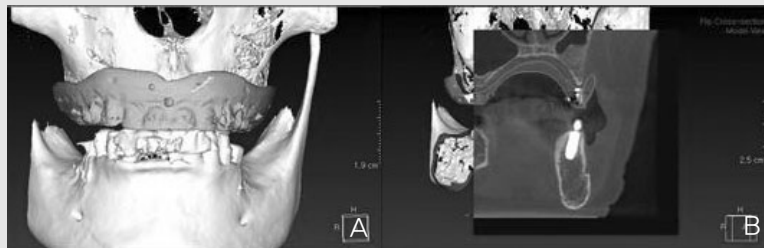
(A) 환자의 기존 의치를 기준으로 하여 CBCT와 중첩, (B) 의치와 CBCT의 중첩 상태를 cross-section view로 확인할 수 있고, 의치 외형에 맞추어 임플란트를 계획할 수 있다.
